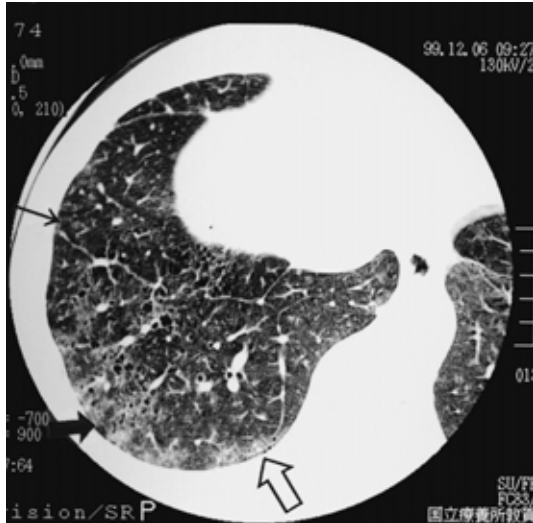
HRCT findings in Case 1: HRCT showing ground-glass opacities, multiple ill-defined centrilobular nodules and low attenuation areas. Centrilobular nodules are superimposed on ground-glass opacities (thin arrow) Traction bronchiolectasis (bold arrow) and fine intralobular reticular opacities associated with small subpleural cystic lesions (open arrow) are visible in the right lower lobes.
